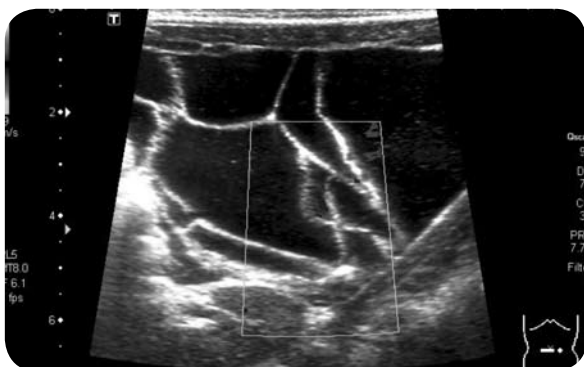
Ecografía abdominal. Linfangioma multiquístico gigante
